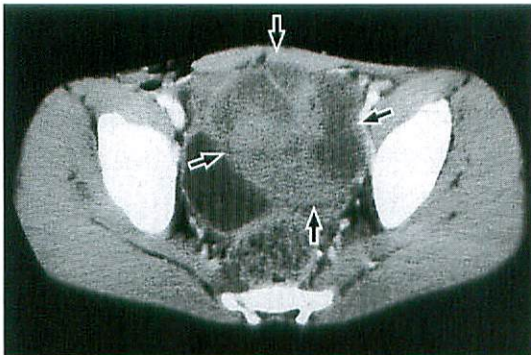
Enhanced CT (Case 1)
